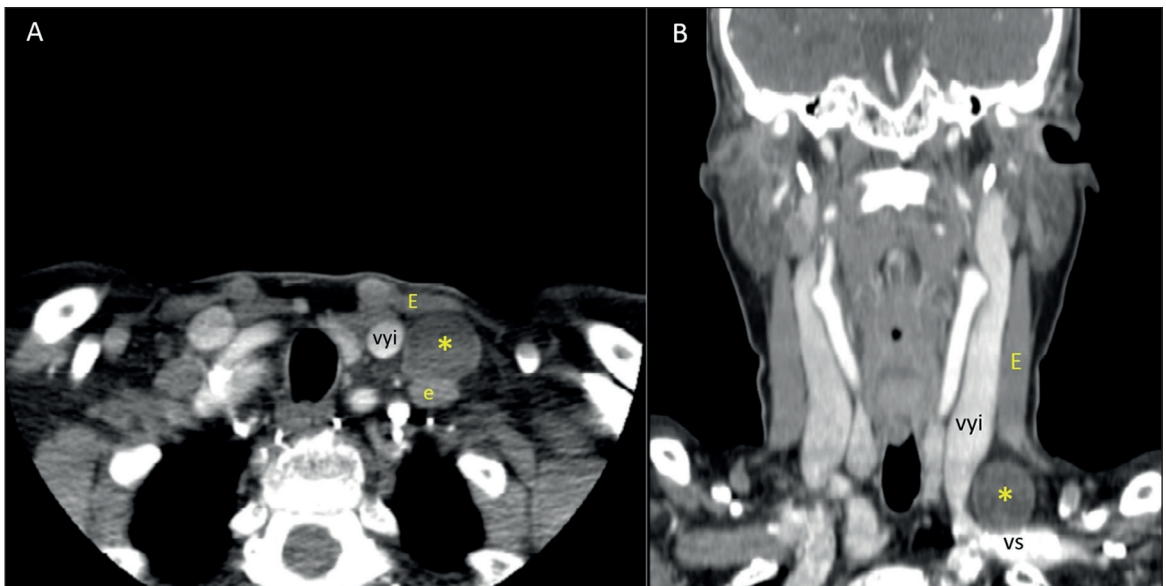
TC de cuello con CIV axial (A) y reconstrucción en plano coronal (B). Se observa en región supraclavicular izquierda lesión de aspecto redondeado y de baja atenuación compatible con quiste del conducto torácico (*). Vena yugular interna (vyi), vena subclavia (vs), músculo esternocleidomastoideo (E), músculo escaleno anterior (e).
